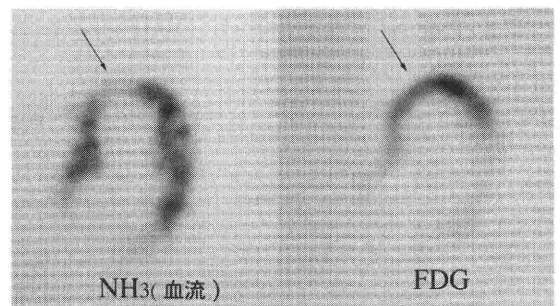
前壁中隔の心筋梗塞患者の安静時血流体軸横断像(左)及び空腹食下FDG体軸横断像(右)。血流の低下した前壁中隔で、糖代謝の集積増加がみられる。
